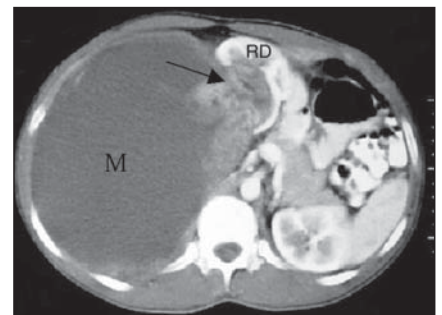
TC pós-contraste. Observa-se realce capsular e da porção sólida da massa tumoral (seta), que se estende para o seio renal direito. (M, massa; RD, rim direito).
